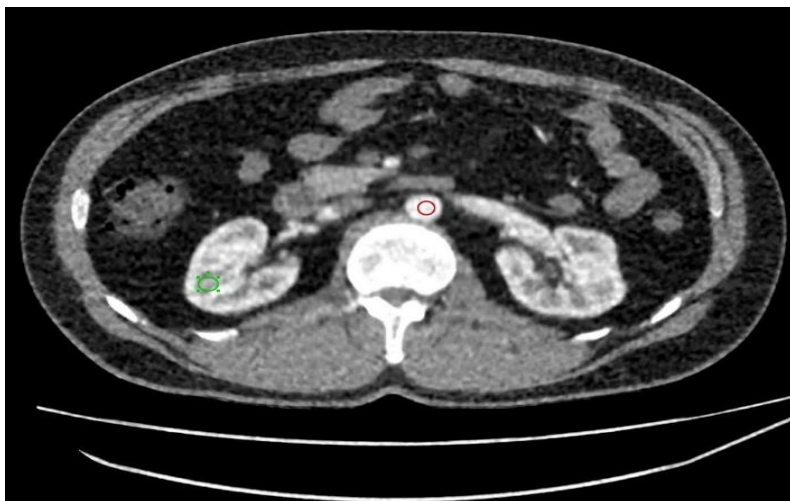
МСКТ. Установка ROI в брюшной аорте и в мозговом слое почки
